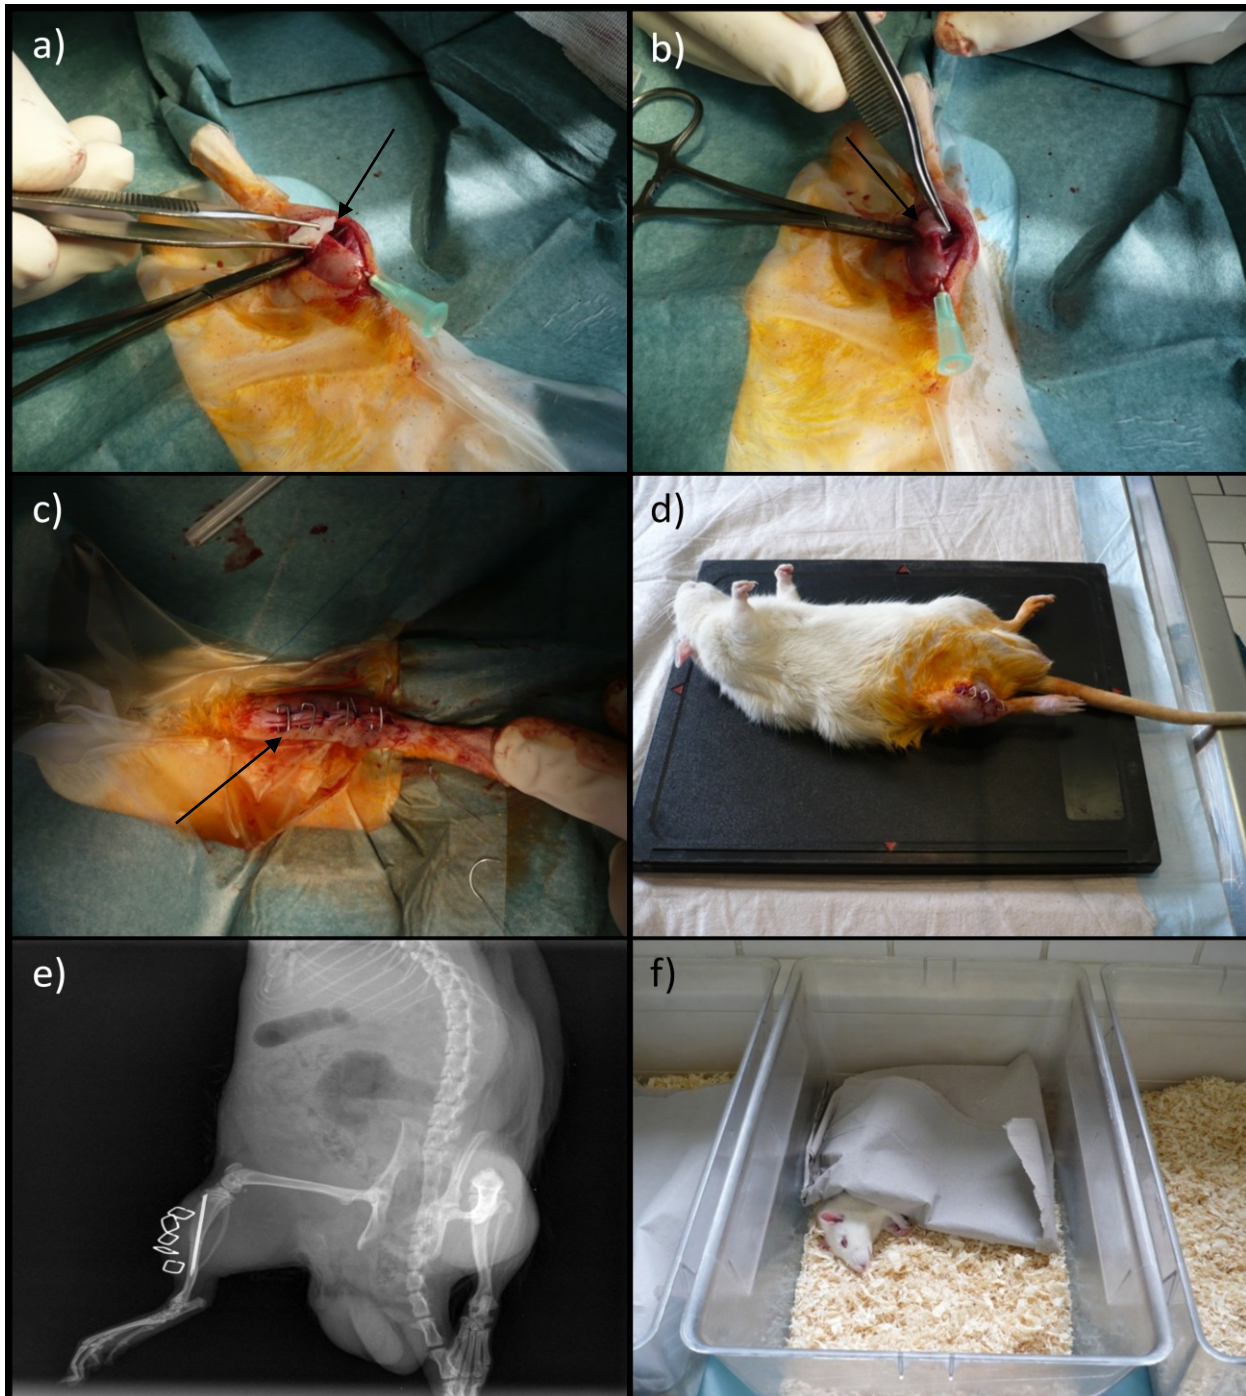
Operationstechnik. Der mit rhBMP-2- Lösung versetzte kollagene Schwamm (Pfeil in a) wird zunächst auf die Vorderkante im Bereich der Tibiaosteotomie aufgebracht (a) und dann um den Tibiaschaft herumgewickelt (Pfeil in b). Anschließend erfolgt der schichtweise Wundverschluss inklusive Hautnaht, die durch Hautklammern (Pfeil in c) zusätzlich vorm Benagen gesichert wurde (c). Anschließend wird das operierte Tier auf eine Röntgenkassette gelegt (d) und ein postoperatives Röntgenbild zur Lagekontrolle des intramedullären Implantates angefertigt (e). Dann wird das Tier im Makrolonkäfig mit Zellstoff bedeckt um es vor dem Auskühlen zu schützen (f) und bis zum Abklingen der Narkotika unter Wärmelampen gehalten (hier nicht gezeigt).
